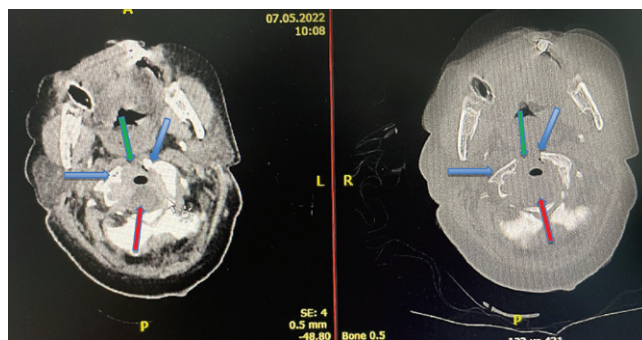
Контрольные компьютерные томограммы после удаления патологических тканей, аксиальные срезы на уровне C1: синие стрелки – C1 с резецированной передней дугой; красные стрелки – каудальные отделы ствола мозга (полная декомпрессия); зеленые стрелки – область резецированной передней дуги атланта, зубовидного отростка и паннуса
